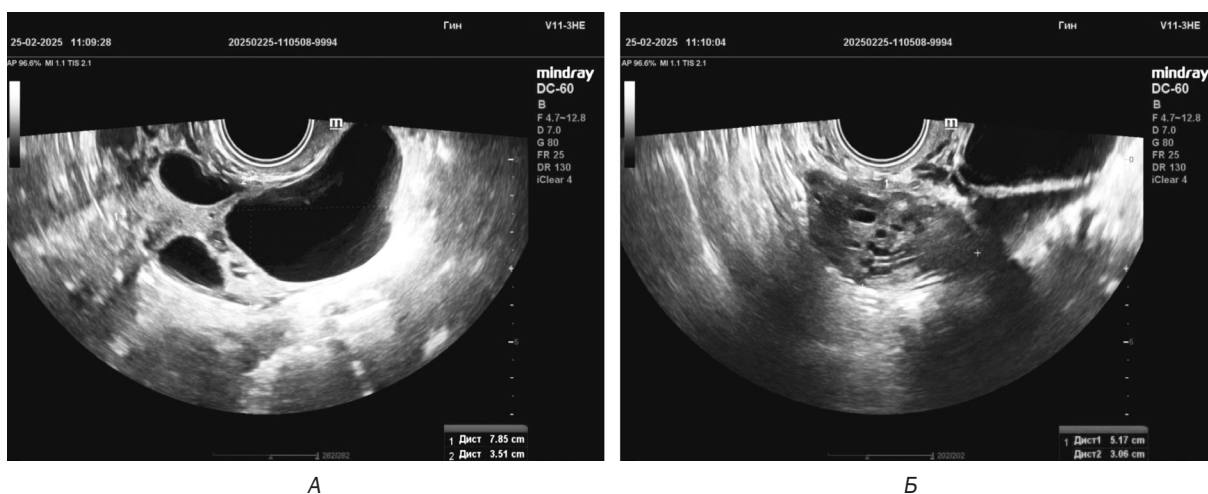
Снимки УЗИ левого (А) и правого (Б) яичников через 1 месяц после родов
